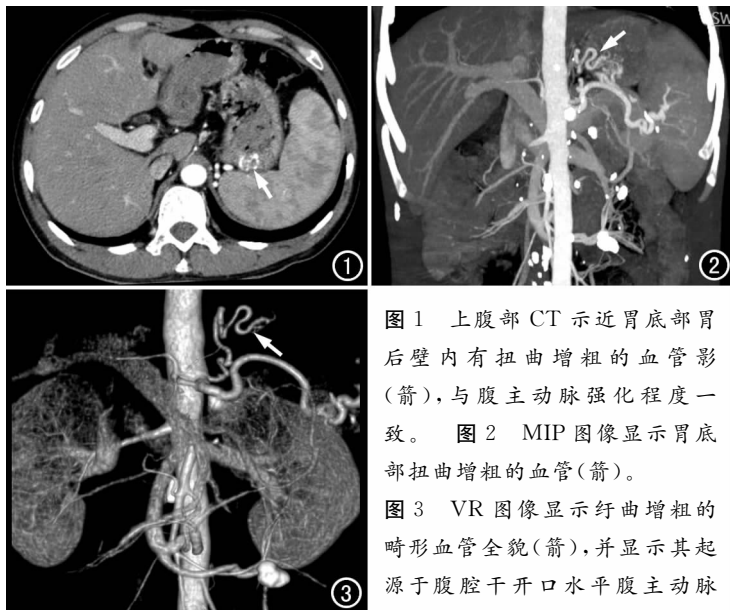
上腹部 CT 示近胃底部胃后壁内有扭曲增粗的血管影(箭), 与腹主动脉强化程度一致。图 2 MIP 图像显示胃底部扭曲增粗的血管(箭)。图 3 VR 图像显示迂曲增粗的畸形血管全貌(箭), 并显示其起源于腹腔干开口水平腹主动脉左侧壁。
